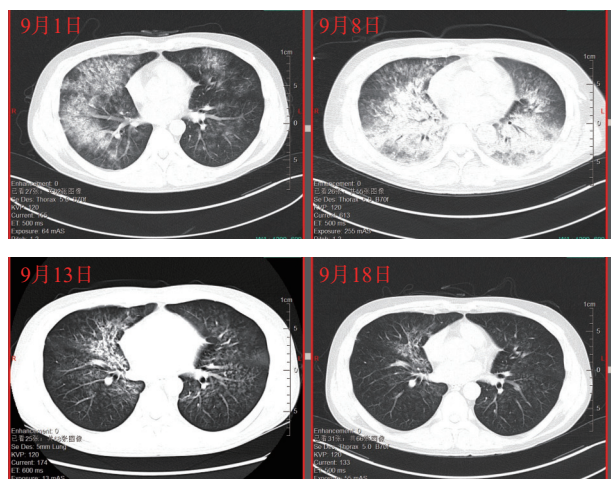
患者对症治疗第1天、第8天、第13天以及第18天胸部CT结果
